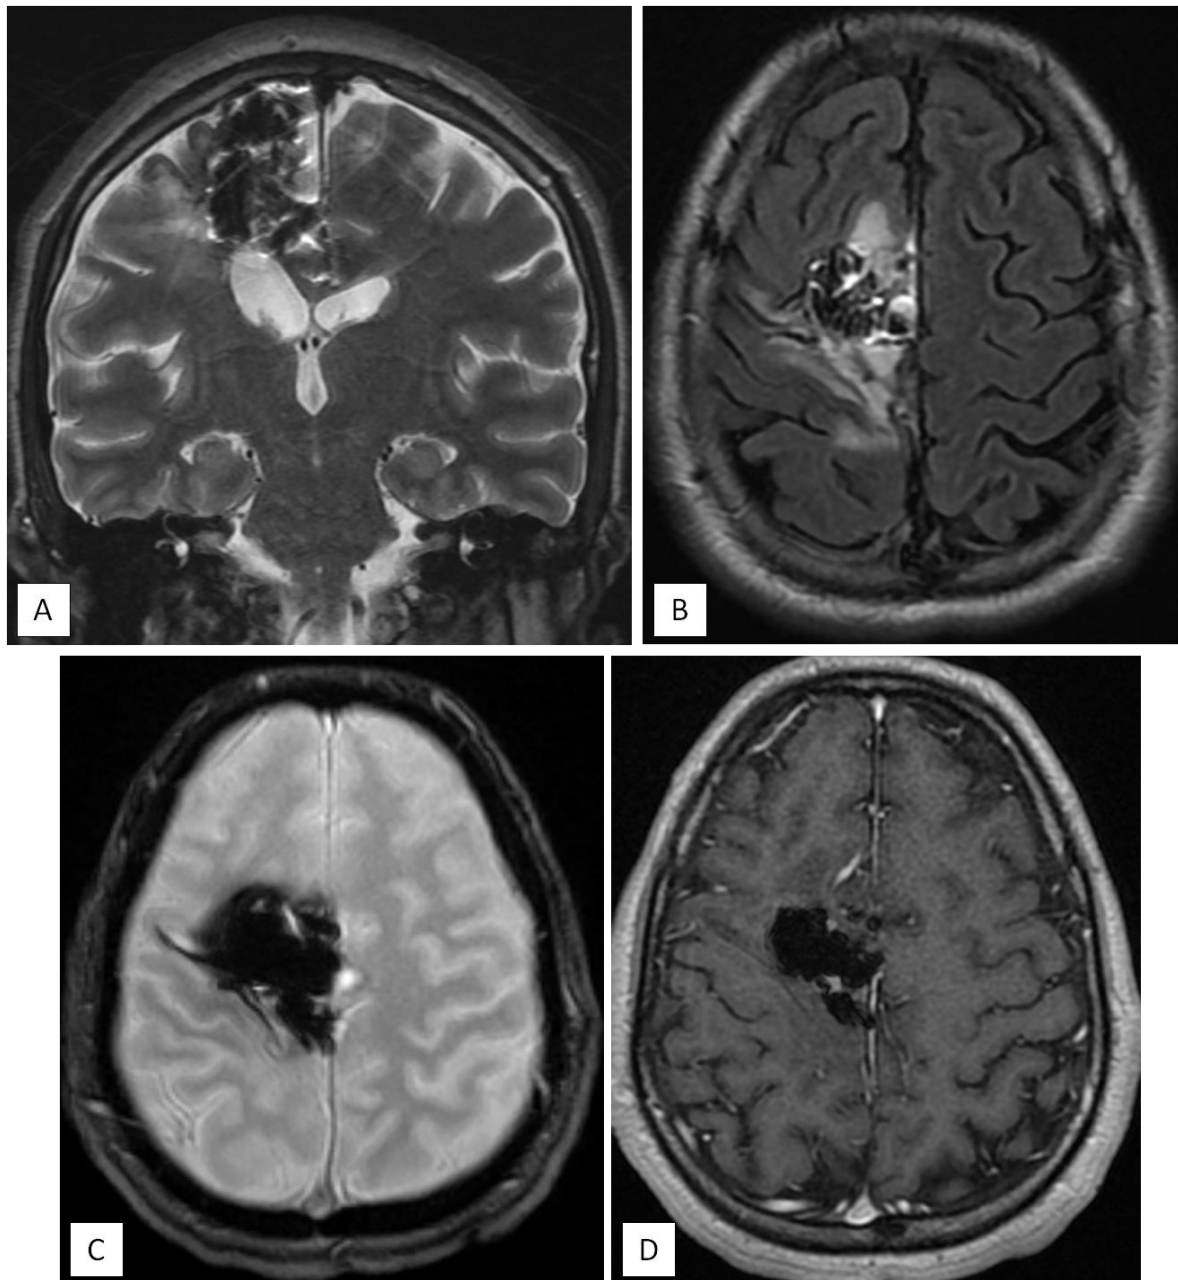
L'IRM de contrôle en séquence T2 (coupe coronale : A), FLAIR (coupe axiale : A), T2* (coupe axiale : C), et en T1GADO (coupe axiale : D) montre l'exclusion de la MAV frontale cérébrale droite, elle est entourée par un hypersignal T2 (A) et FLAIR (B) périlésionnel gliotique séquellaire.
